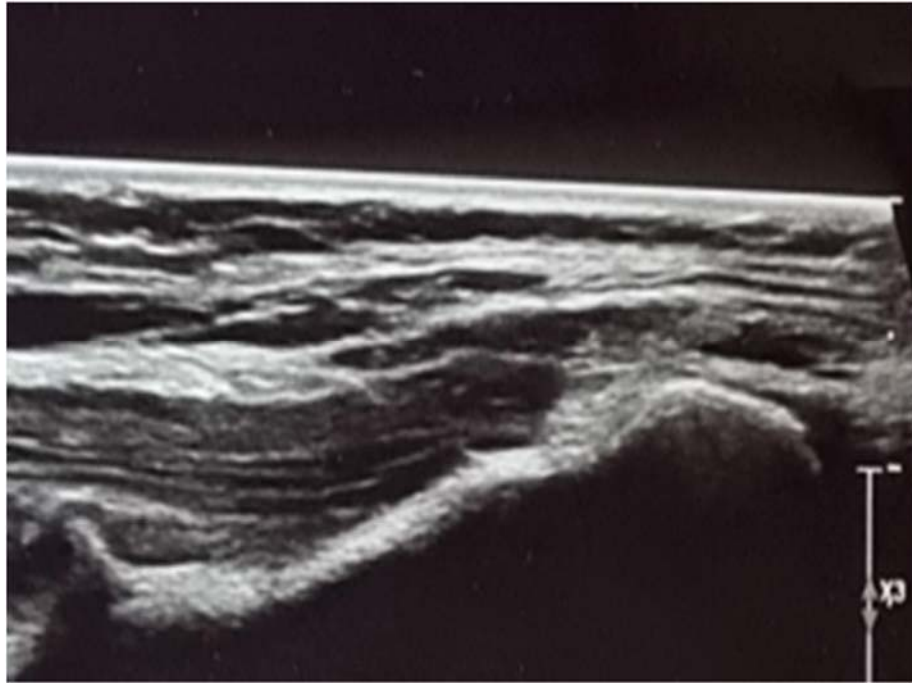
УЗИ срединного нерва
